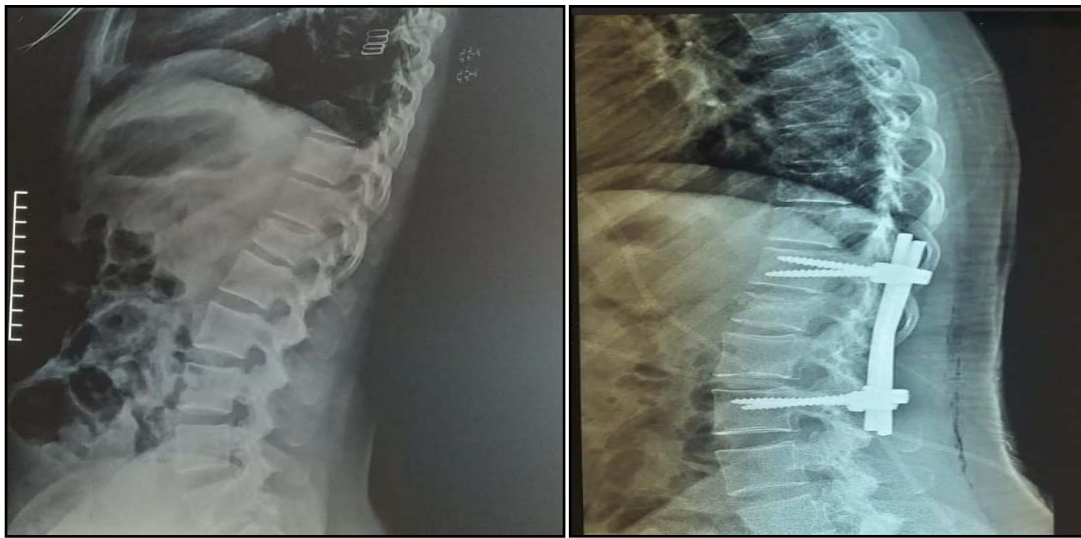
A gauche radiographie standard du rachis dorsolombaire profil montrant une fracture tassement de D12 / A droite radiographie standard du rachis dorsolombaire en post opératoire après fixation du matériel d'ostéosynthèse (vis pédiculaire avec des tiges)
